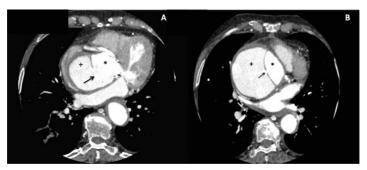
Corte axial de Angio-TC de tórax con contraste intravenoso, que muestra el aneurisma de aorta ascendente con el flap intimal entre la verdadera (\*) y la falsa (+) luz (imágenes A y B). Podemos ver comunicación amplia supravalvular posterior con la aorta (flecha) (imagen A) y pequeña comunicación más distal de unos 3 mm (flecha) (imagen B).
